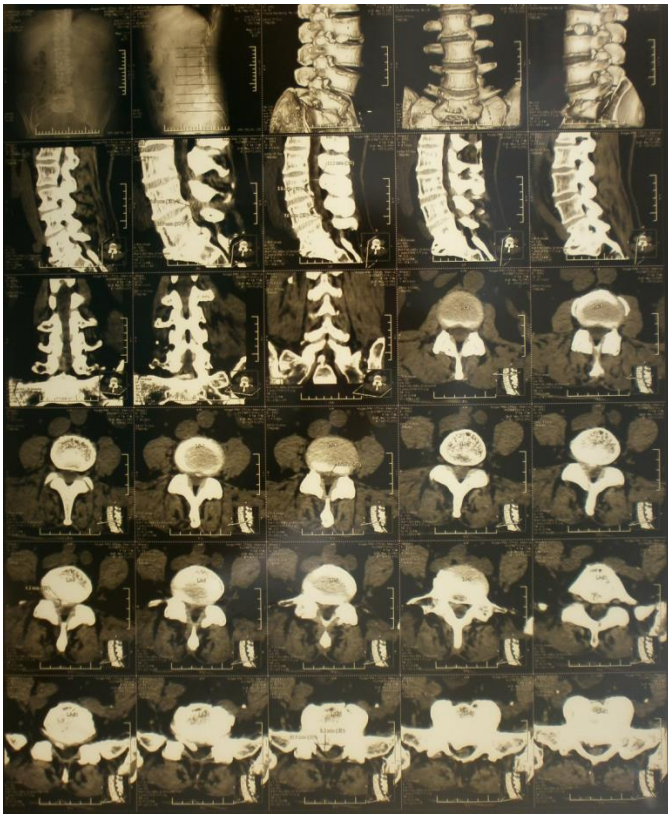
СКТ-граммы, верифицирующие парамедианную правостороннюю грыжу диска L4-5 до 0,8 см с каудальным смещением до 1,7 см., парамедианную правостороннюю грыжу диска L5-S1 до 0,8 см. Стеноз позвоночного канала до 1,2 см
